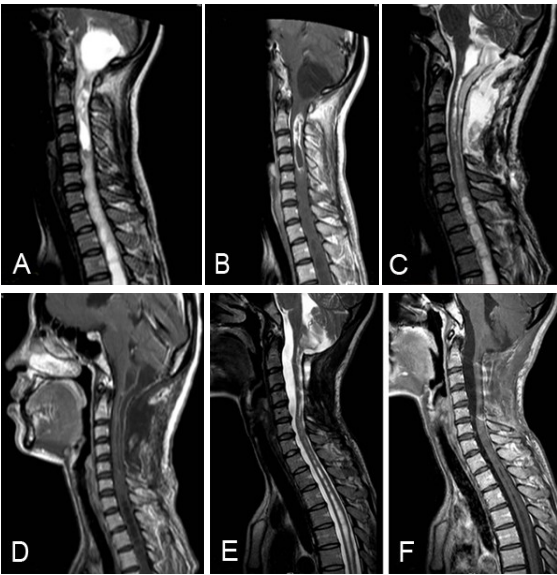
颈 2~5 水平髓内室管膜瘤手术前后 MRI 表现
